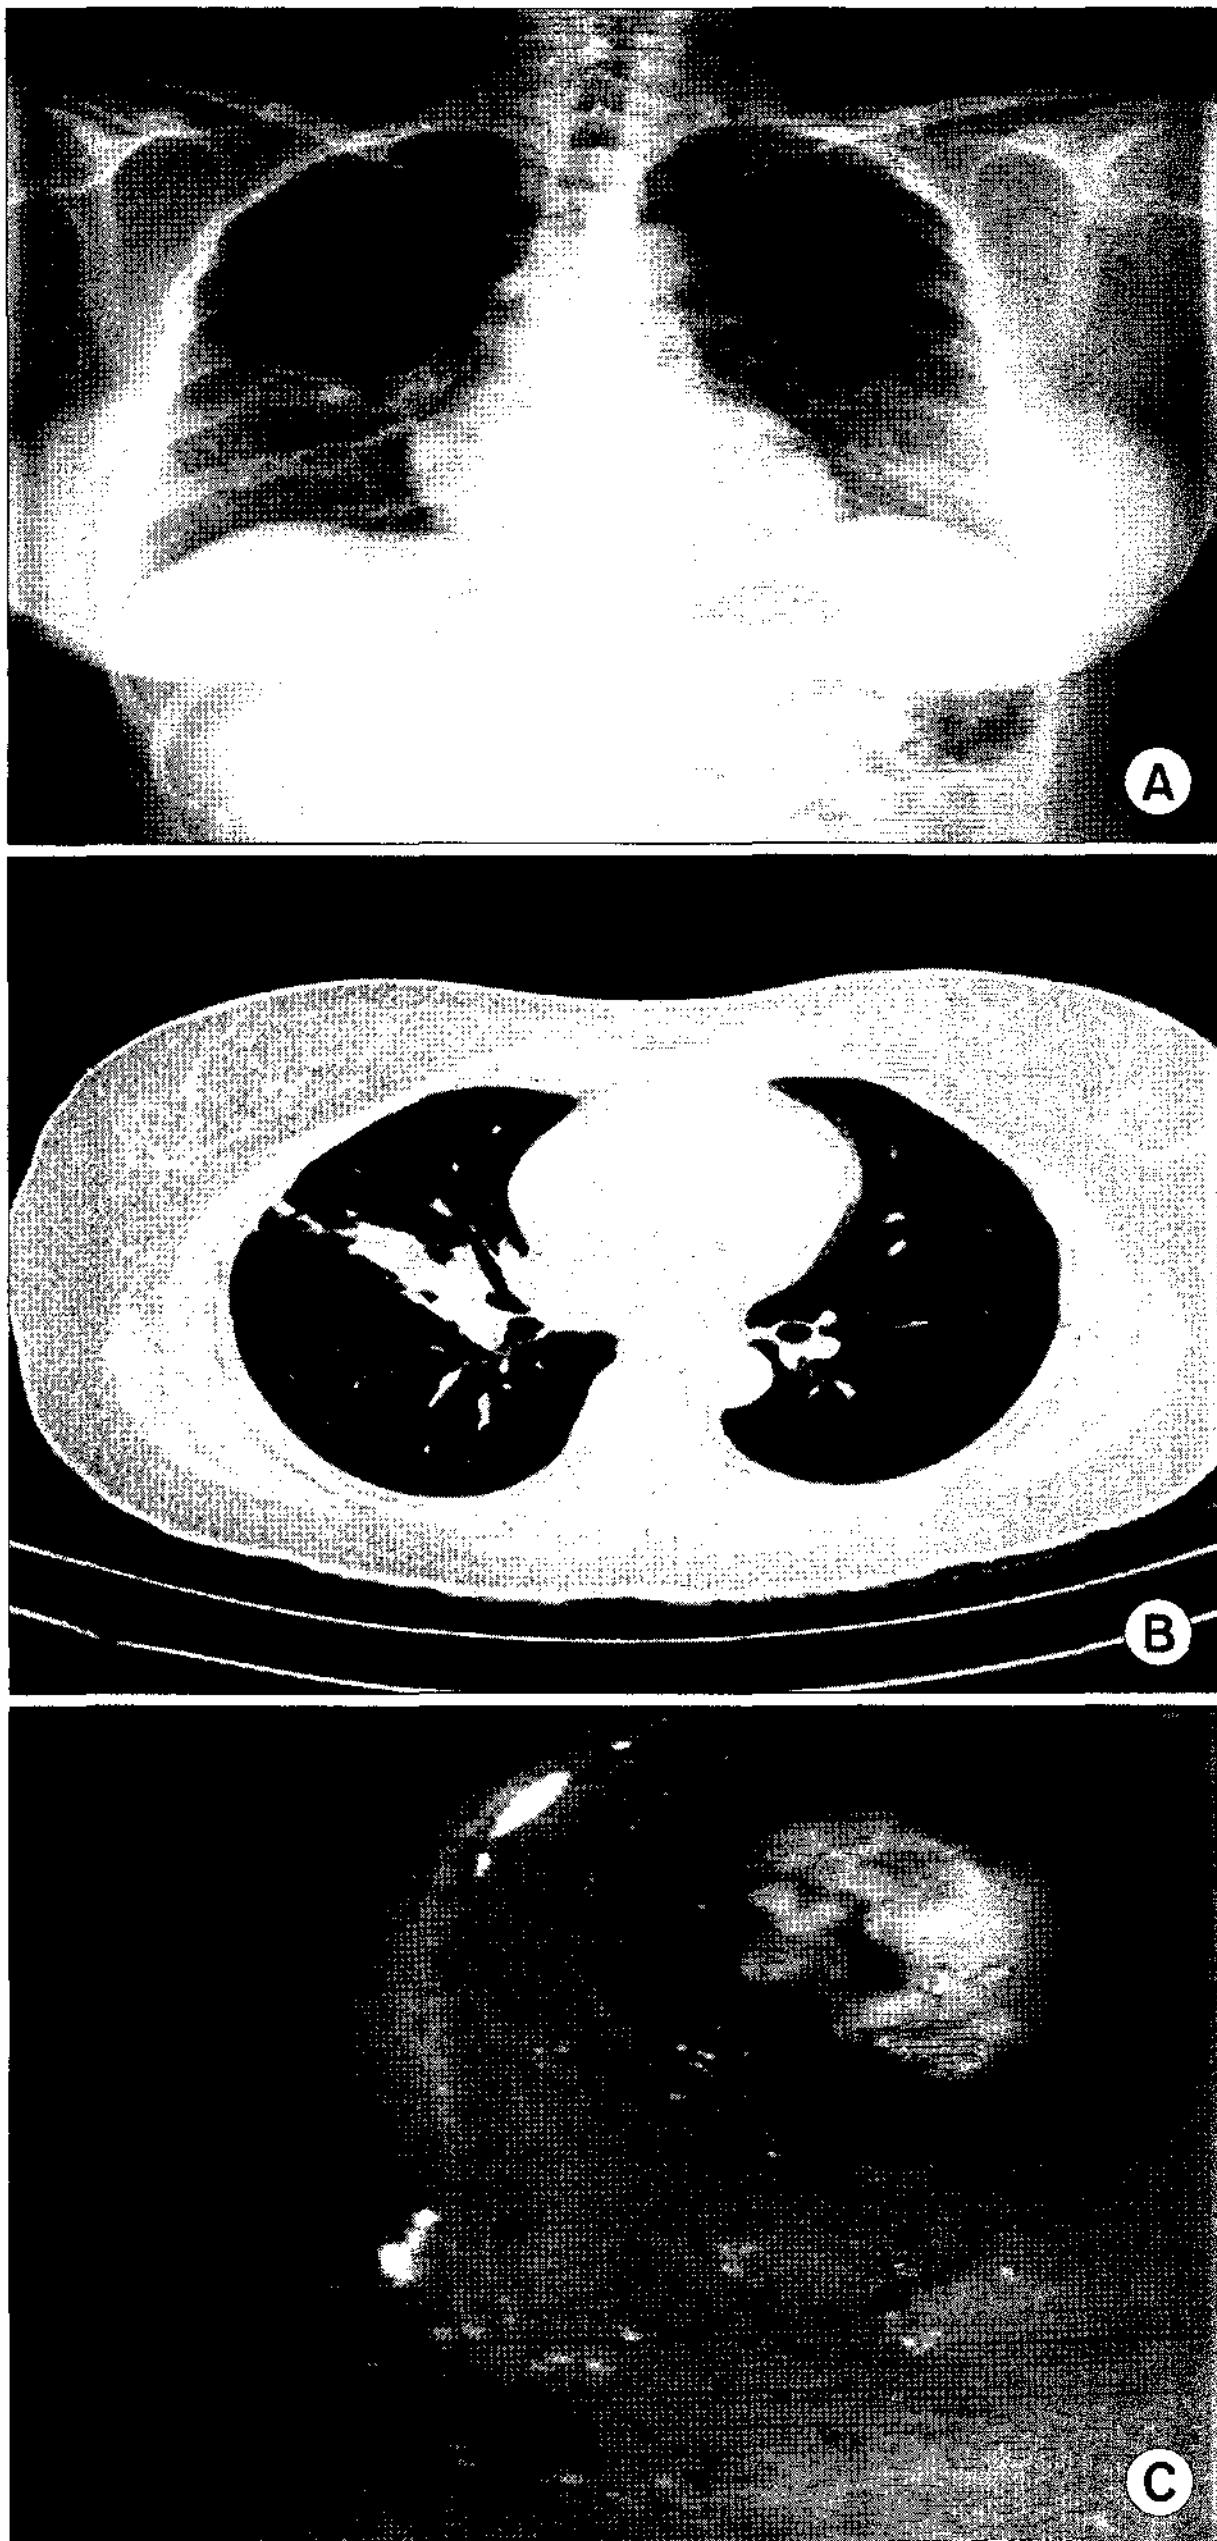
Chest X-ray showing consolidation on right middle lobe (A), chest CT showing calcification and obstructive pneumonitis on right middle lobe (B) and bronchoscopic picture showing broncholithiasis on right middle lobe (C).
